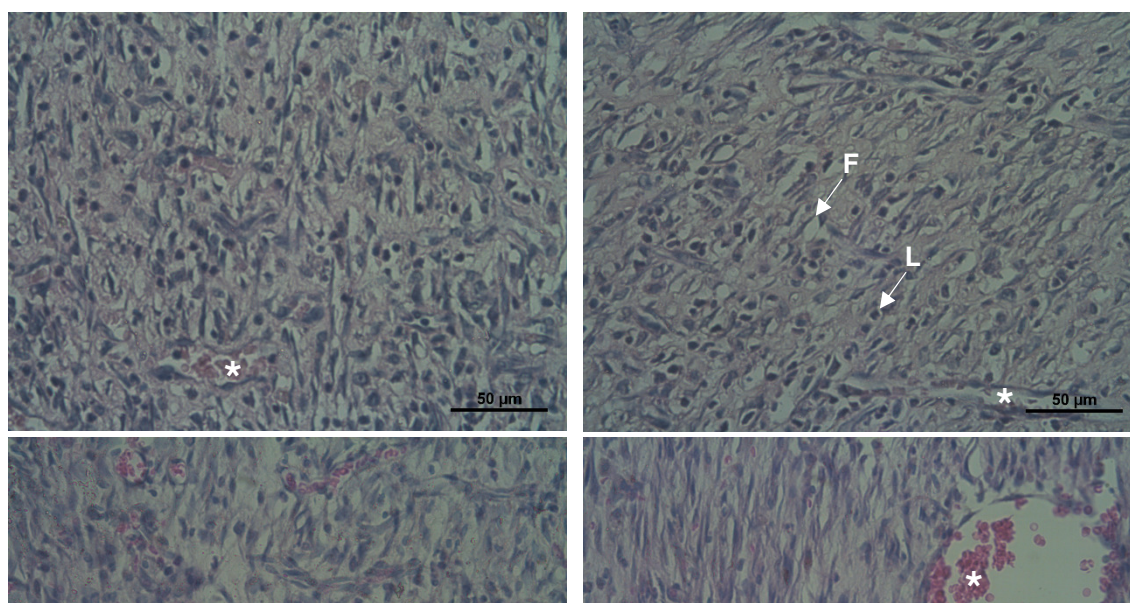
Fotomicrografia da derme para análise de leucócitos (L), fibroblastos (F) e vasos sanguíneos (*) dos grupos C - Controle, CT - Controle Tratado, DC - Desnutrido Controle, DT - Desnutrido Tratado e DTR - Desnutrido Tratado e em Recuperação nutricional. Nota-se densidade de vasos aparentemente maior nos grupos desnutridos em relação aos demais, assim como números de fibroblastos aparentemente maior nos grupos controle (C e CT) e no grupo DRT, HE, 40x (barra = 50 μ m).
